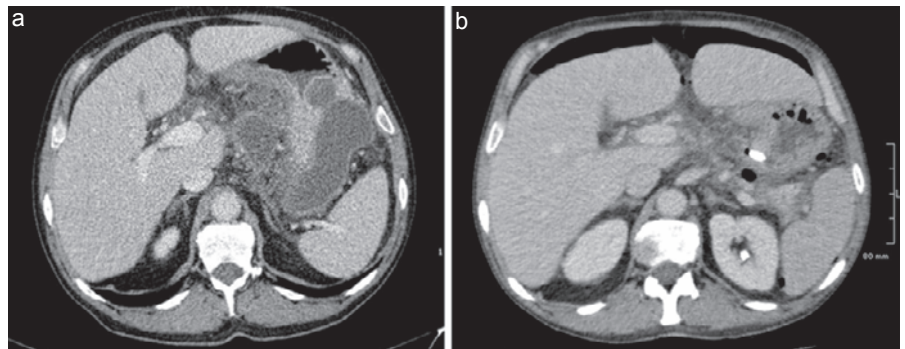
KM-verstärktes Abdomen-CT vor (a) und nach (b) Anlage einer transgastralen Drainage bei WON.
